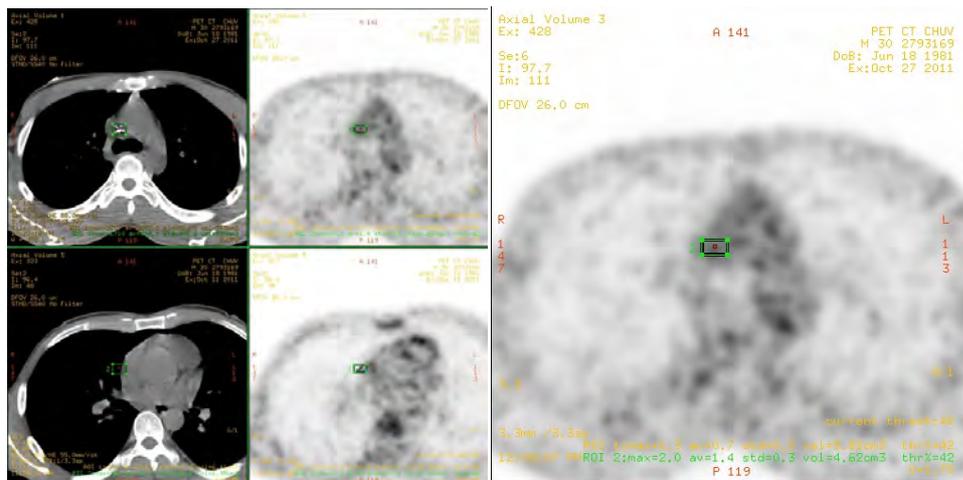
Coupes transverses des images PET et CT au niveau de l'extrémité du cathéter.
